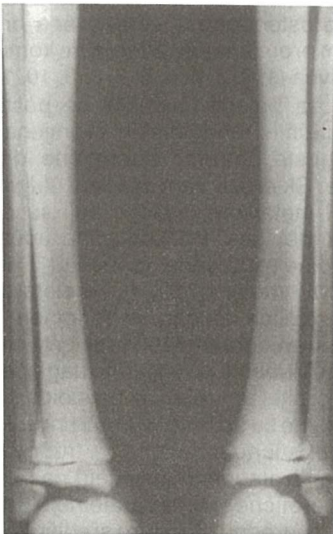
X-ray both knees demonstrates typical density of the metaphyses and epiphyses of the femur, tibia and fibula; the femoral metaphyses are thickened.
